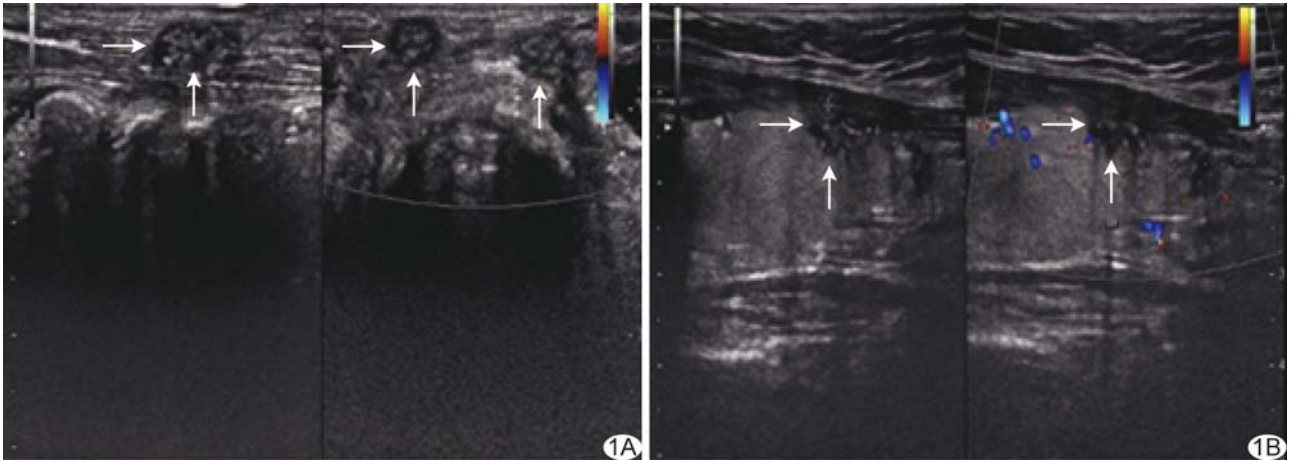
患者男, 42 岁, 甲状腺左叶切除后缝线肉芽肿 A. 超声横切面扫查左侧颈部软组织, 缝线肉芽肿位于颈部软组织内, 未见包膜(箭); B. 纵切面扫查右侧甲状腺残叶, 缝线肉芽肿位于甲状腺腺体残端, 未见包膜(箭)
